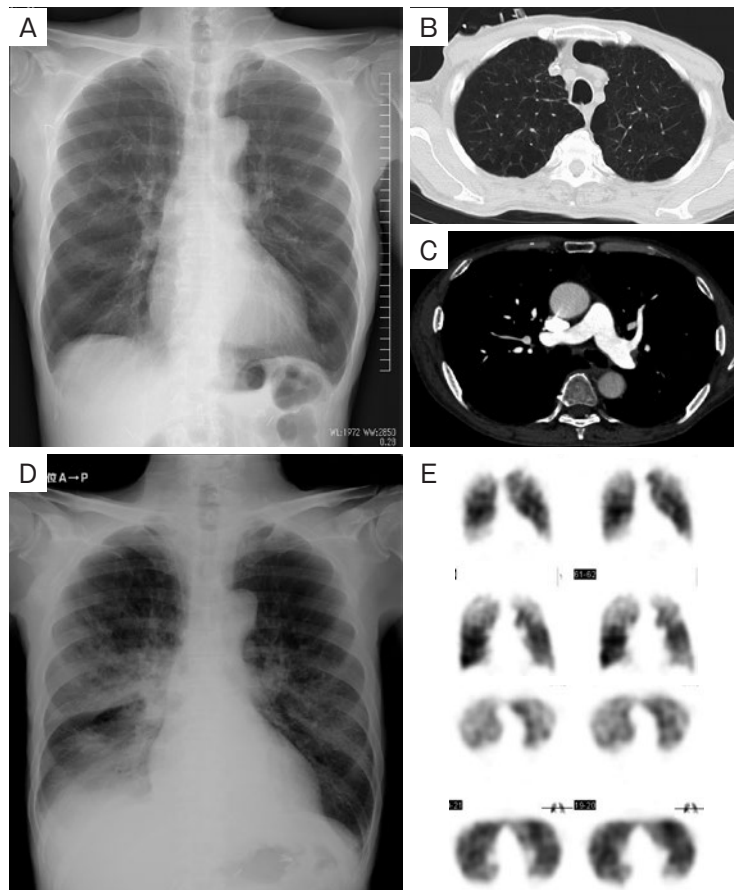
Imaging findings. (A-C) On admission. (A) Chest X-ray shows no clear view unless CV port is detained. (B) Chest CT scan shows an emphysematous change in both sides with superior lobe predominance. (C) Contrast-enhanced CT scan shows no apparent thrombus in the pulmonary arteries. (D) On hospital day 3. Chest X-ray shows non-segmental reticular ground-glass opacity in the right-sided middle and lower lung field. (E) On hospital day 26. Pulmonary perfusion scintigraphy shows multiple nonsegmental defects.
